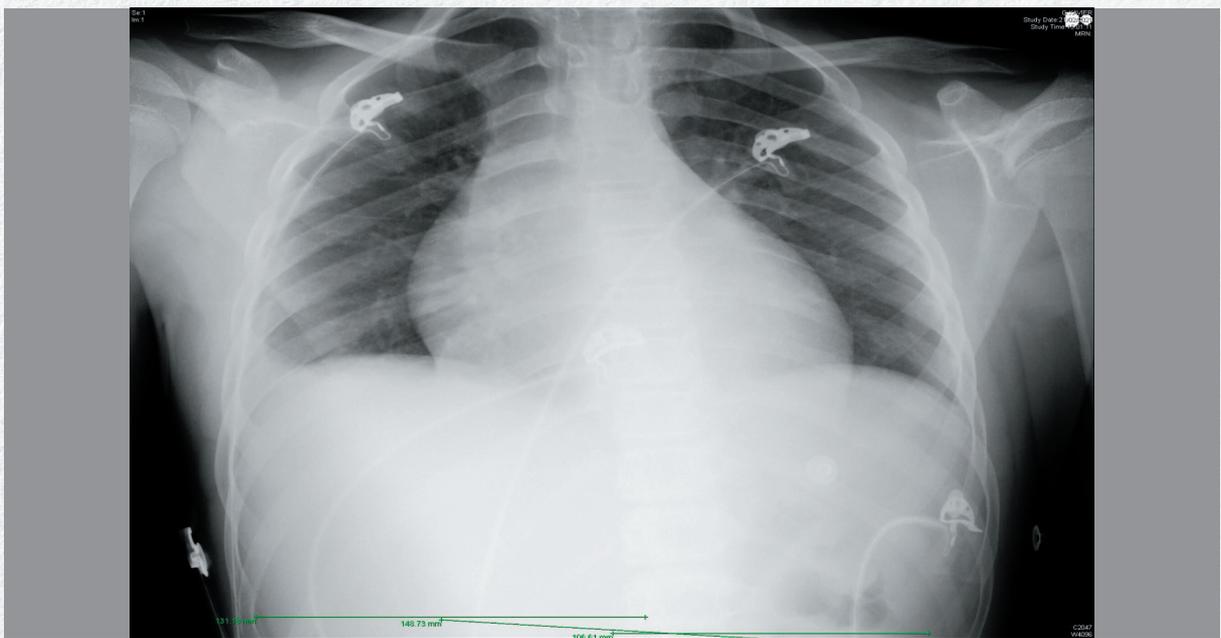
Radiografía de tórax al ingreso: Siete espacios intercostales bilaterales. No hay condensaciones ni atelectasias. Borramiento del seno costofrénico derecho y aumento del índice cardiotorácico (0,6)
